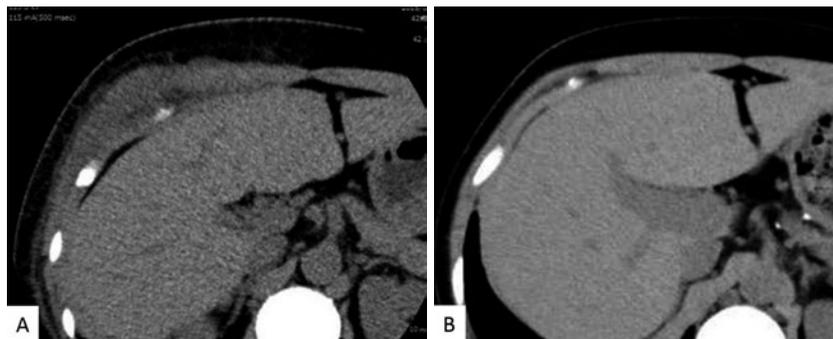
腹部単純CT. (A) 入院時. 右季肋部に皮下腫瘍を認める. (B) 治療1ヶ月後. 右季肋部の皮下腫瘍は消失している.
